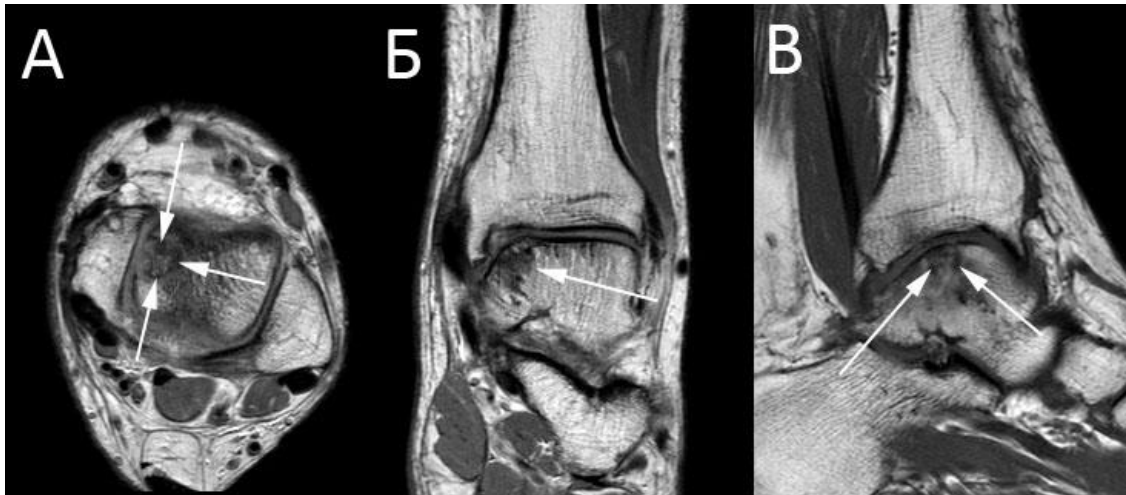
Пациентка Н., 32 лет. МРТ левого голеностопного сустава через 12 месяцев после операции: А – аксиальная плоскость; Б – фронтальная плоскость; В – сагиттальная плоскость (стрелками показаны границы костно-хрящевого трансплантата).
